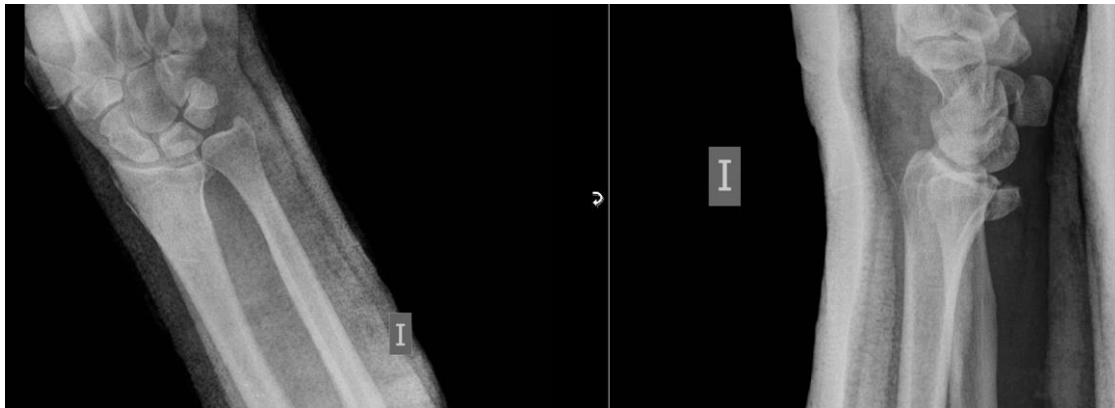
Radiografía tras reducción en Urgencias
